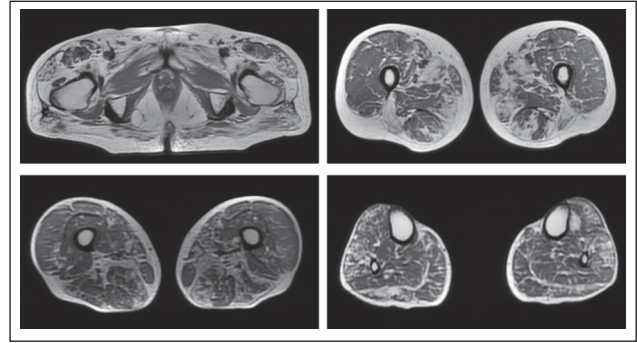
MRI of the thighs and lower leg muscles (T1-WI, axial sections)
